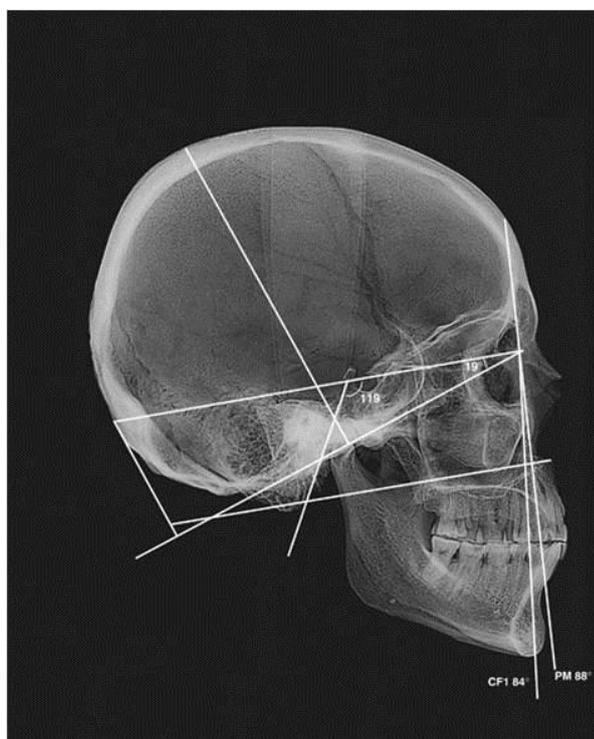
Téléradiographie de profil d'un individu provenant de la nécropole de La Queue-en-Brie dans le Val-de-Marne en classe III (crâne en flexion, angle sphénoïdal fermé, et bout à bout incisif) © D. Hadjouis.
